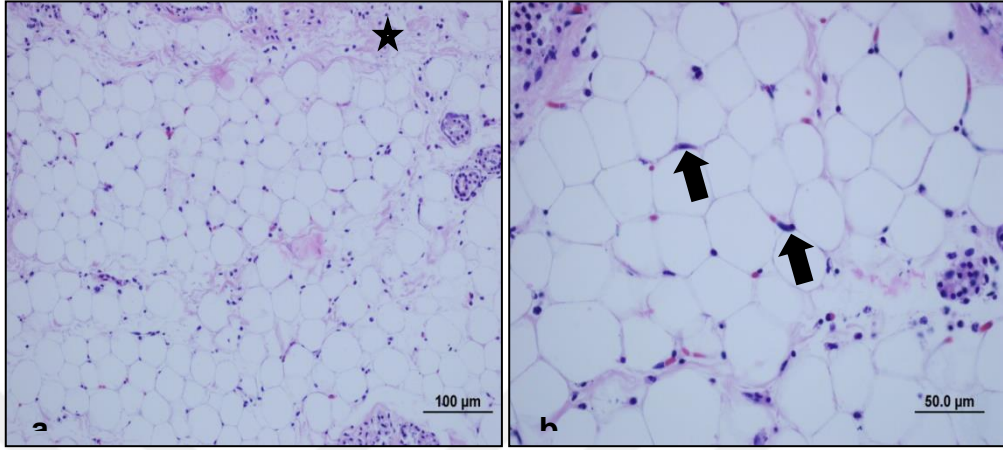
TC grubu p. o. 7. gün: grubuna ait yağ dokularının farklı büyütmelerdeki mikrograftlarında genellikle normale yakın bütünlüğünü koruyan ve çekirdek içeren hücreler (→) ve hücrel infiltrasyon (*) görülmektedir. Ayrıca damarlanma yapıları da dikkat çekmektedir (►) (a-d) (scale bar:200µm (X10), scale bar:100µm (X20), scale bar:50.0µm (X40), HE).
